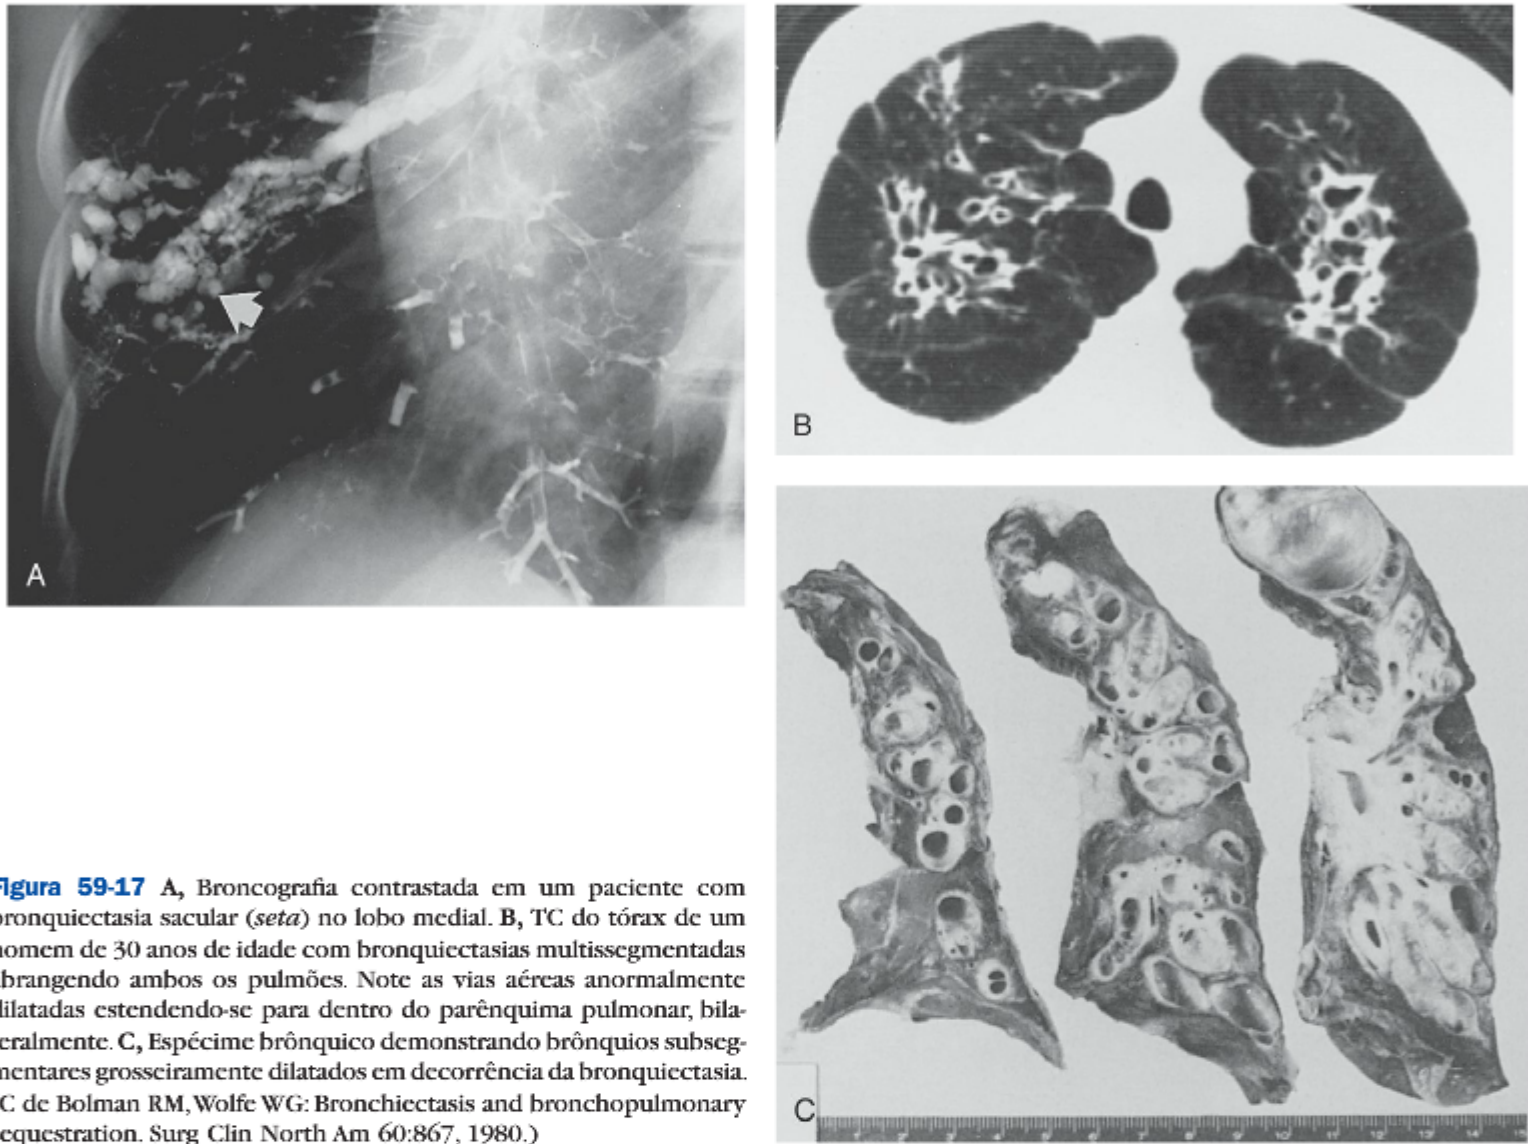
A, Broncografia contrastada em um paciente com bronquiectasia sacular (*seta*) no lobo medial. B, TC do tórax de um homem de 30 anos de idade com bronquiectasias multissegmentadas abrangendo ambos os pulmões. Note as vias aéreas anormalmente dilatadas estendendo-se para dentro do parênquima pulmonar, bilateralmente. C, Espécime brônquico demonstrando brônquios subsegmentares grosseiramente dilatados em decorrência da bronquiectasia. (C de Bolman RM, Wolfe WG: Bronchiectasis and bronchopulmonary sequestration. Surg Clin North Am 60:867, 1980.)
